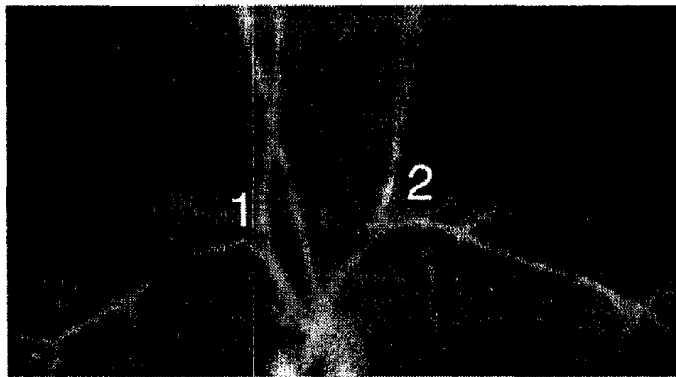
Рентгенограма судин плода людини 210,0 мм тім'яно-п'яtkової довжини. 3б. х2. 1 – правий венозний кут Пирогова; 2 – лівий венозний кут Пирогова.
